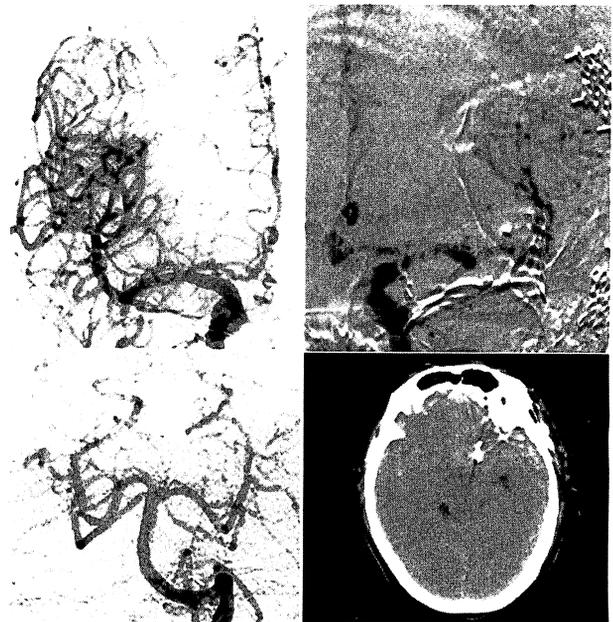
Post-operative angiograms and CT scan during sustained intrathecal administration of nicardipine on the day 9 after subarachnoid hemorrhage onset. Angiograms showing no vasospasm and dilataion of right peripheral middle cerebral arteries (upper left), left anterior cerebral artery A2 portion (upper right) and left posterior cerebral artery (lower left).
